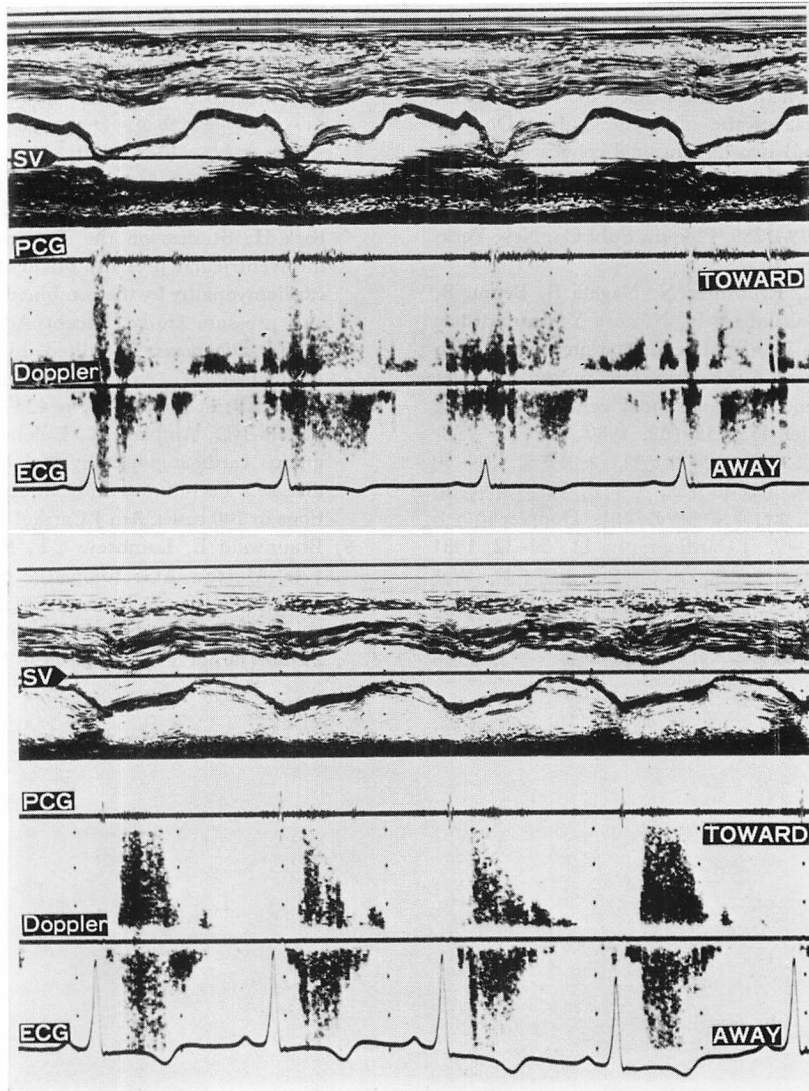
Mitral regurgitant Doppler signals in the left atrium and Doppler signals of the turbulent flow in the left ventricular outflow tract (obstructive form of hypertrophic cardiomyopathy, T.G., 16 y, male).
